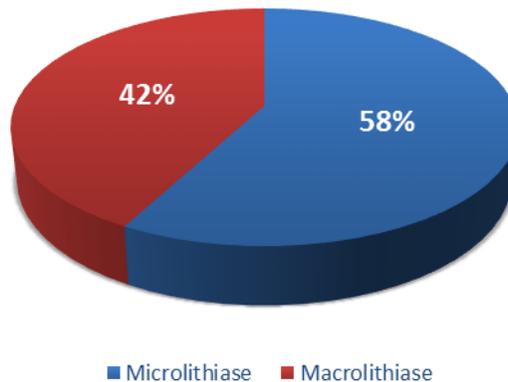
Répartition selon les mensurations des calculs à l'échographie.
